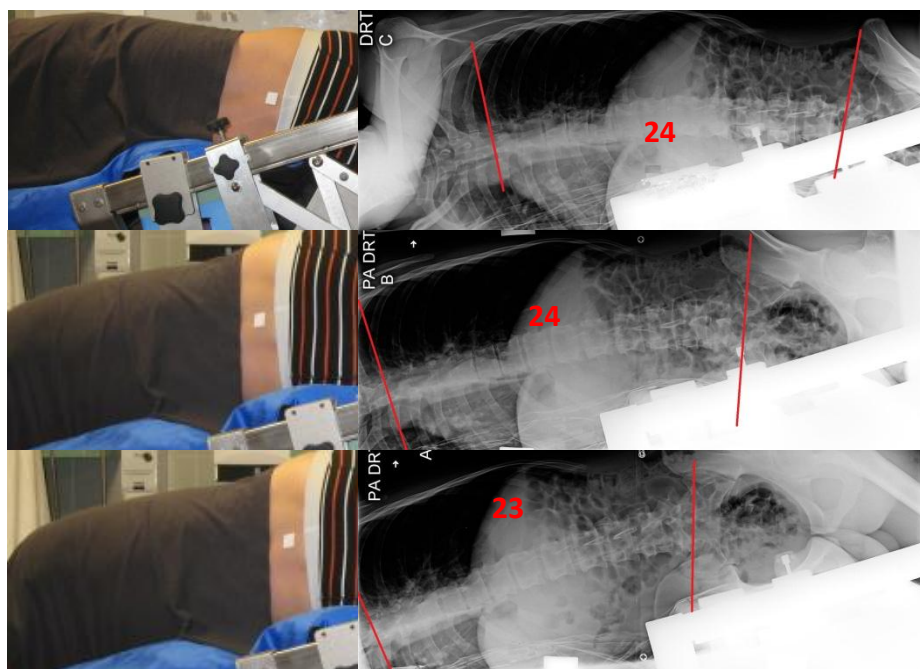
La manipulation et radiographie dans les trois positions du test II
